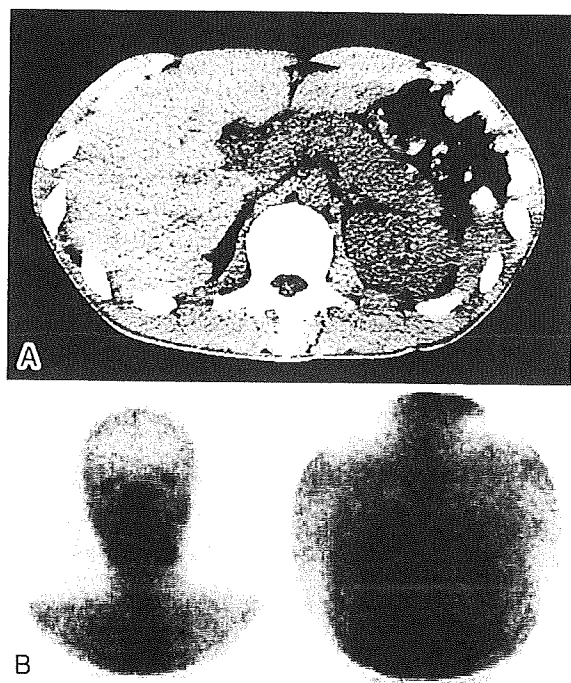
A) Abdominal CT showing diffuse enlargement of the pancreas. B) Gallium citrate scintigraphy showing abnormal accumulation in the bilateral lacrimal glands, submandibular glands, and both lung fields.
